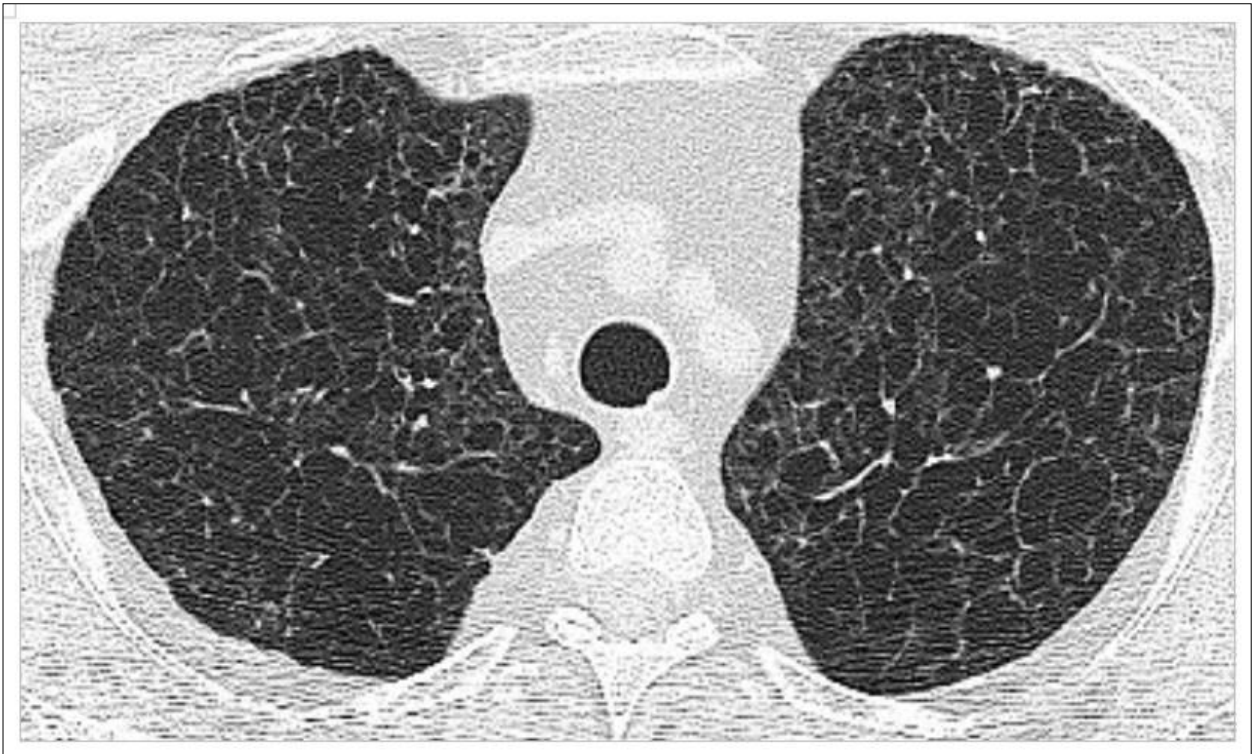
Компьютерная томограмма больного И. 25 лет. Определяются множественные разнокалиберные кистозные полости с тенденцией к слиянию. Фиброзные изменения отсутствуют
